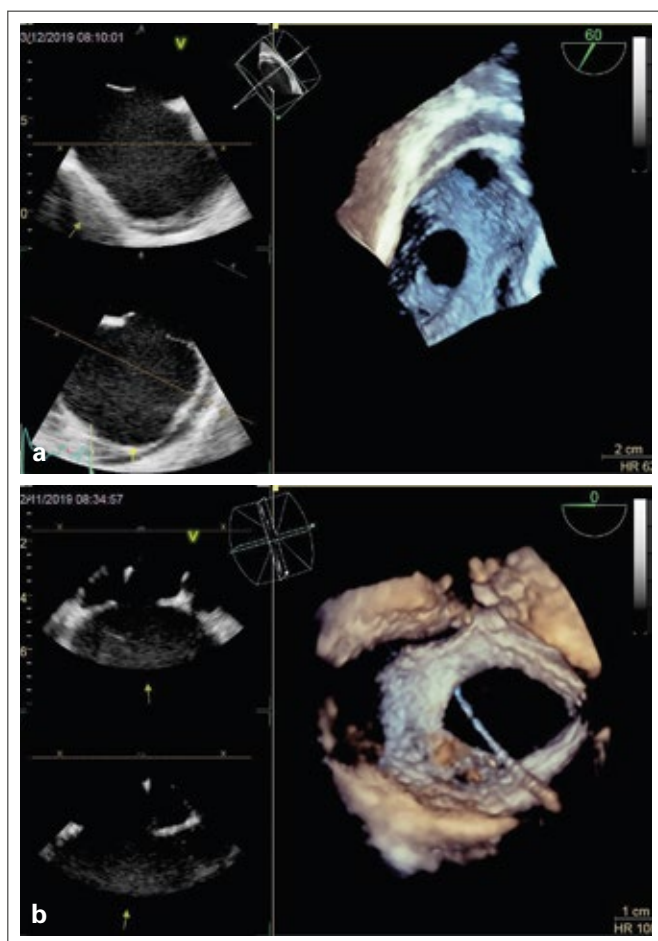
(a): Transösophageale 2D-Echokardiographie (links) und 3D (rechts) eines ASD II, Aufsicht von rechts; (b): Transösophageale 2D-Echokardiographie (links) und 3D (rechts) eines ASD II, Aufsicht von rechts mit Sondierungskatheter.
